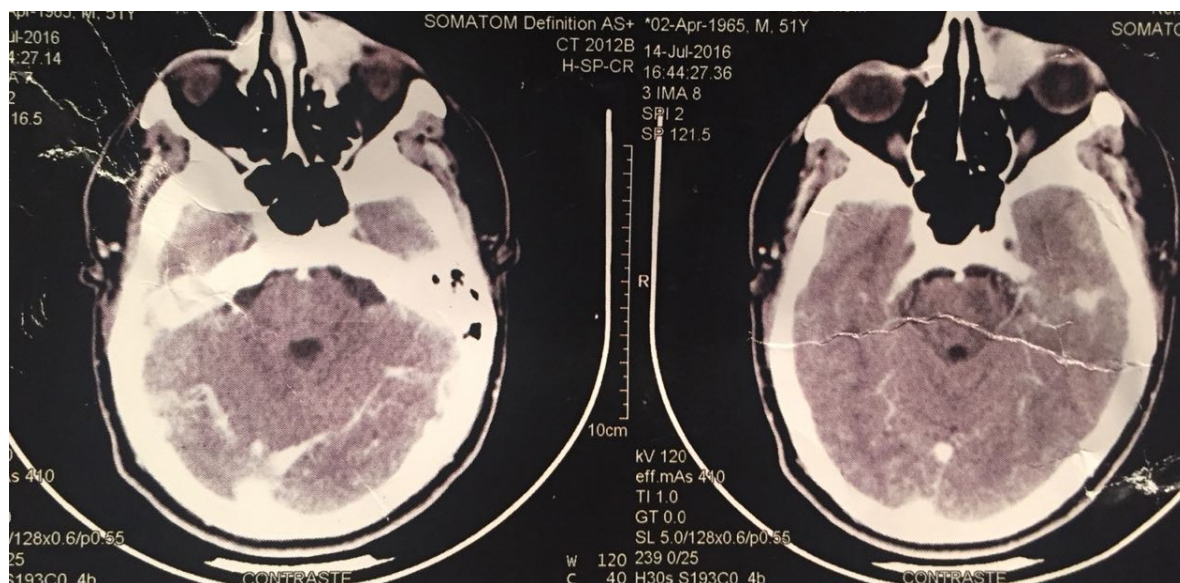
Tomografia Computadorizada do Crânio apresentando lesão sólida na topografia do saco lagrimal.
